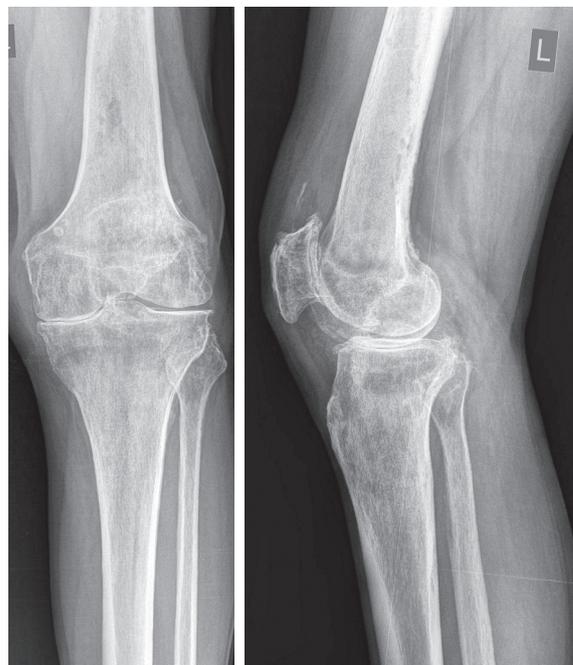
Рентгенограмма левого коленного сустава в двух проекциях
